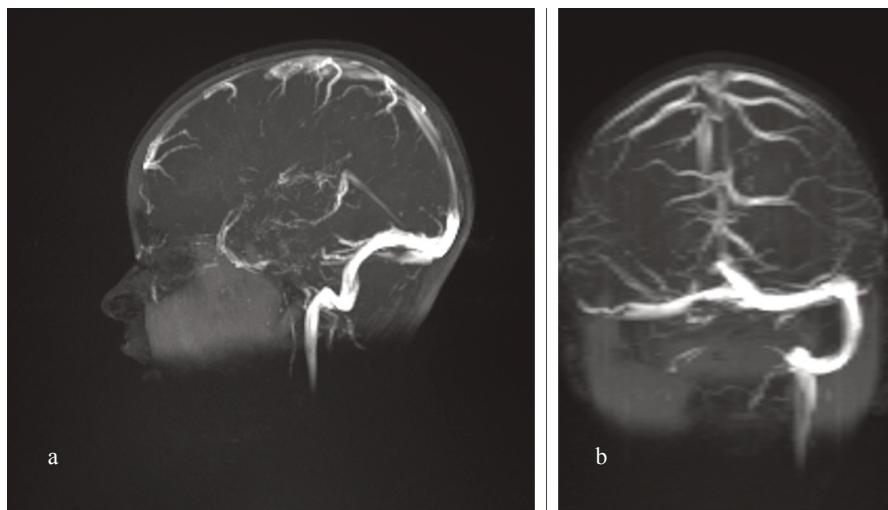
Profilo con vista sagittale (a) e coronale (b) di angio-RM. Nel contesto del seno trasverso, sigmoideo destro e posteriormente alla mastoide, è apprezzabile assenza di vuoto di segnale compatibile con materiale trombotico endoluminale in un quadro che conferma il sospetto clinico di trombosi venosa.
